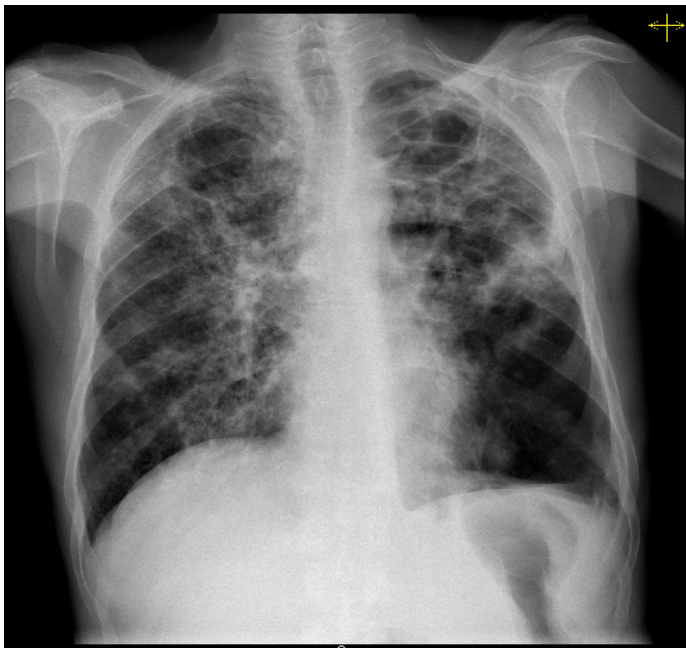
Telerradiografia do tórax em 03/03/2014: verificam-se alterações fibro-exsudativas bilaterais extensas com componente escavado, para além do reforço hilar e peri-hilar. Coração em gota.
